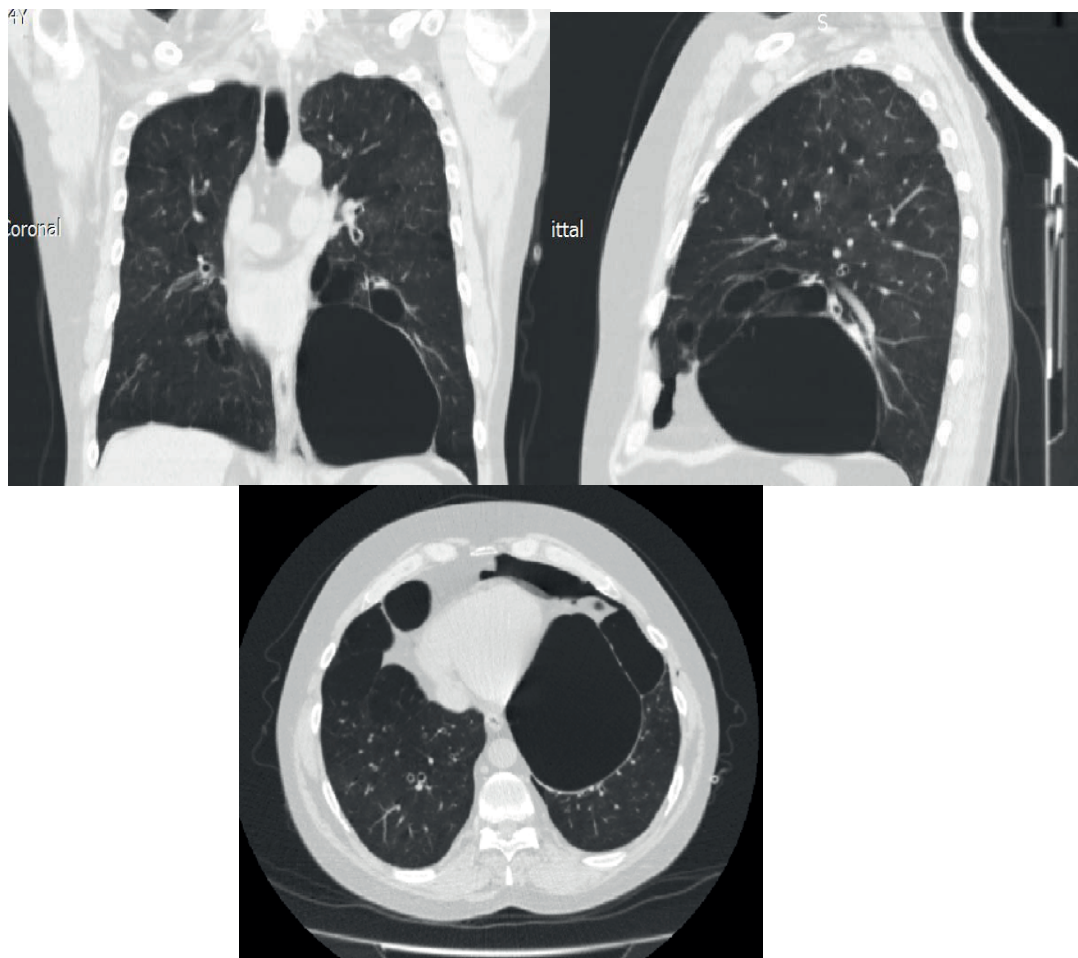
КТ ОГК пацієнта П. Ознаки лівобічного обмеженого пневмотораксу, стан після дренивання лівої плевральної порожнини. Бульозна емфізема обох легень. Бронхіолоектазії в обох легенях.
